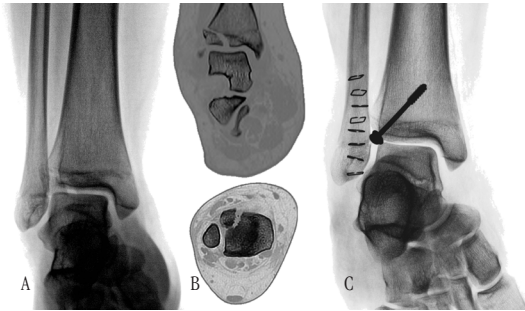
Radiografía anteroposterior (A) y cortes coronal y axial de tomografía computada (B) de tobillo derecho de una niña de 13 años, con una fractura Salter y Harris tipo III (Tillaux Juvenil). Fue tratada mediante reducción abierta y estabilización con tornillo canulado (C), transfisario por cercanía al término del crecimiento y estado de cierre de la fisis.
